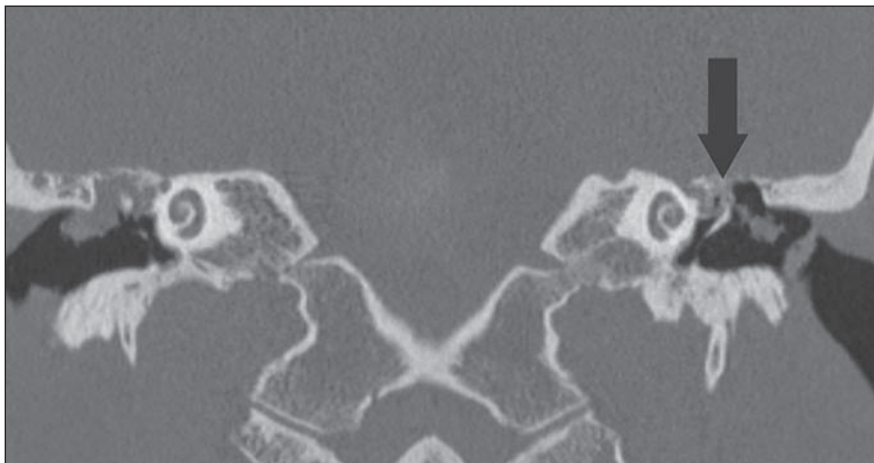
TC plano coronal. Colesteatoma adquirido bilateral com automastoidectomia à esquerda (seta).
